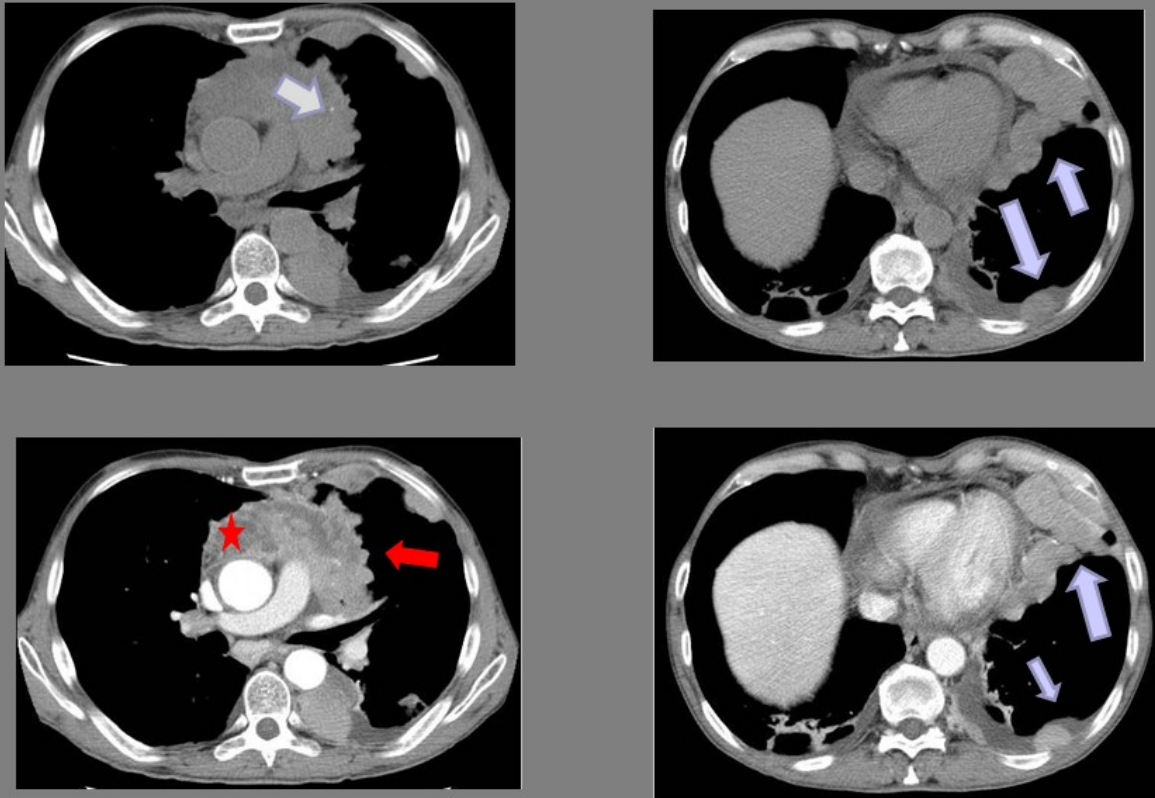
TIMOMA TIPO B2 OMS, ESTADIO IVA MASAOKA Varon 63 años con disnea y síndrome constitucional (mismo paciente de la figura anterior) TAC SIN Y CON CIV: Masa mediastínica anterior, heterogénea, de contornos irregulares (flecha ROJA), con áreas necróticas (ESTRELLA) y calcificaciones (flecha BLANCA). Diseminación pleural izquierda (flechas AZULES) y pericárdica
